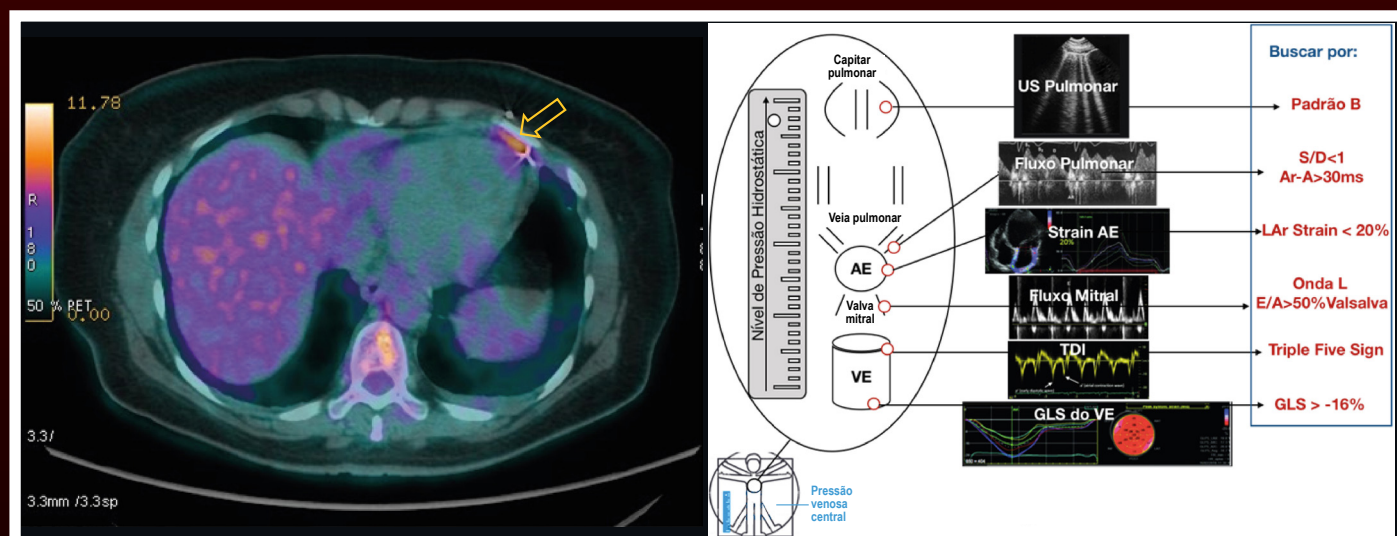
Imagem de tomografia com emissão de pósitrons (PET/CT) mostrando discreto hipermetabolismo glicolítico em eletrodo ventricular esquerdo (seta) de paciente com infecção de eletrodo de marcapasso epicárdico. Figura 9 – Configuração topográfica dos parâmetros para acessar casos indeterminados de disfunção diastólica pelos critérios da American Society of Echocardiography de 2016.
